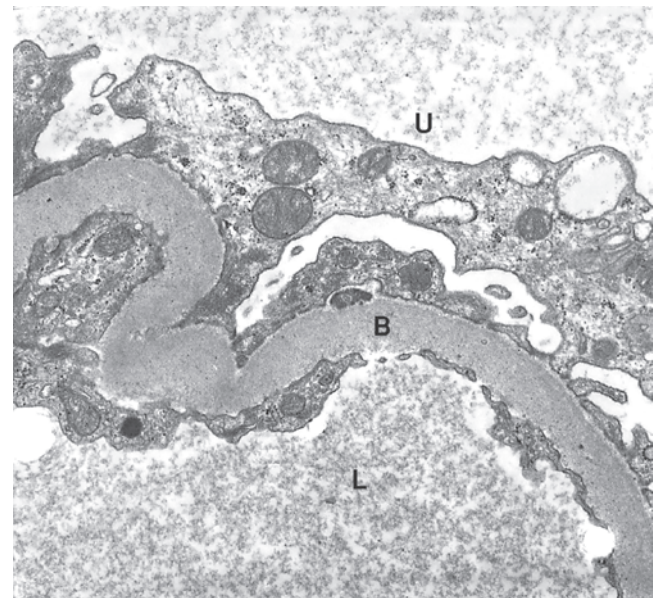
Microfotografía electrónica de un glomérulo renal con engrosamiento pronunciado de la membrana basal (B) en un diabético. L, luz del capilar glomerular; U, espacio urinario. (Por cortesía del Dr. Michael Kashgarian, Department of Pathology, Yale University School of Medicine, New Haven, CT.)
